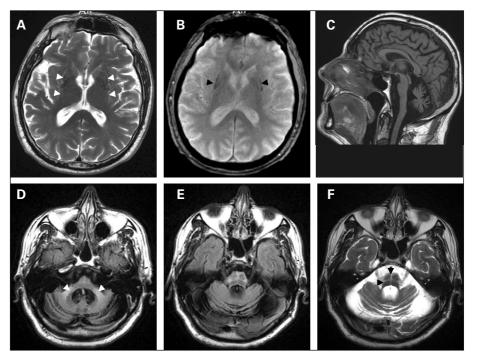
Exemples d'anomalies observées à l'IRM cérébrale chez les patients AMS. (A) Sur les séquences T2, on note un hypersignal de la bordure postérolatérale du putamen (pointe des flèches blanches). (B) Chez le même patient, les séquences T2 écho-gradient mettent en évidence un hyposignal de la partie postérieure du putamen, lié à l'augmentation de la teneur en fer dans cette structure (pointe des flèches noires). Au cours de l'évolution, cet hyposignal apparaît aussi sur les séquences en T2. (C) La séquence T1 en sagittal met en évidence une atrophie ponto-cérébelleuse, alors que la taille du mésencéphale est préservée. (D-F) Les séquences pondérées en FLAIR et T2 révèlent des pédoncules cérébelleux moyens atrophiés et discrètement hyperintenses (D, pointe des flèches blanches) ainsi que le « signe de la croix » (E et F, pointe des flèches noires) dû à une atrophie des fibres pontiques, qui débute habituellement par l'hypersignal vertical.
